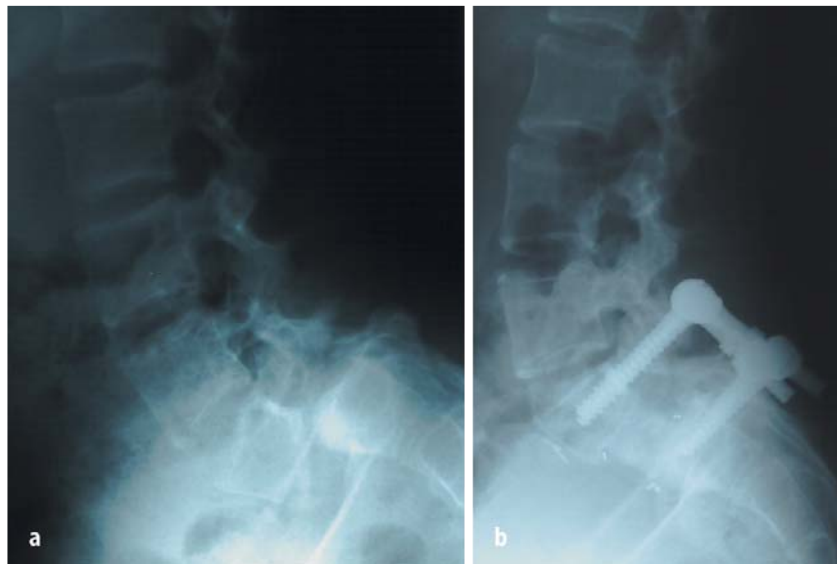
▲ Links: präoperatives Röntgenbild einer 17-jährigen Patientin mit Spondylolisthesis M IV bei LWK5/S1. Rechts: 3 Jahre nach dorsaler Reposition mit dem BWM-Repositions-instrumentarium und Fixateur interne sowie ventraler transabdomineller Spondylodese mit Brantigan-AETI-Cages zeigt sich bei fast vollständiger Reposition eine feste Spondylodese
